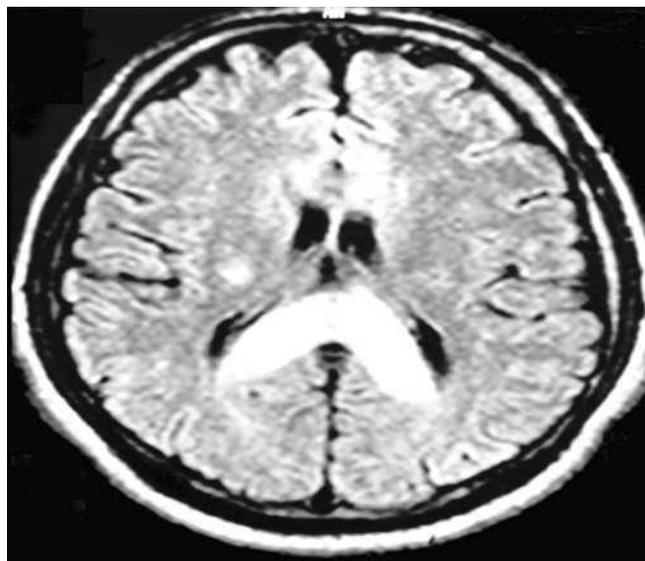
Figure e51-1 IRM en séquence T2 du cerveau d'un patient ayant un OCHA (œdème cérébral de haute altitude) montrant un gonflement marqué et le bourrelet postérieur hyper-intense du corps calleux (région avec une opacité dense). Le patient, un grimpeur, est allé escalader le mont Éverest environ 9 mois après cet épisode d'OCHA. (Avec autorisation d'après Wilderness and Environmental Medicine, Spring, 2004, 15 [1] : 53-55.)
